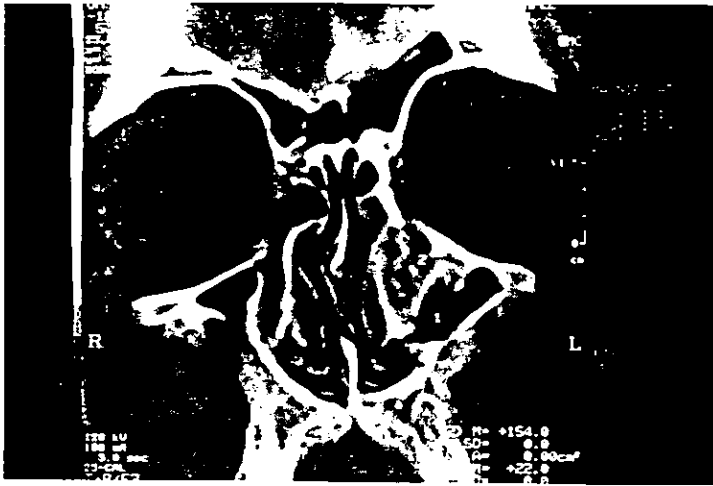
Tomografía computada de nariz y senos paranasales. Muestra patología ósea turbinal (Displasia Fibrosa).
